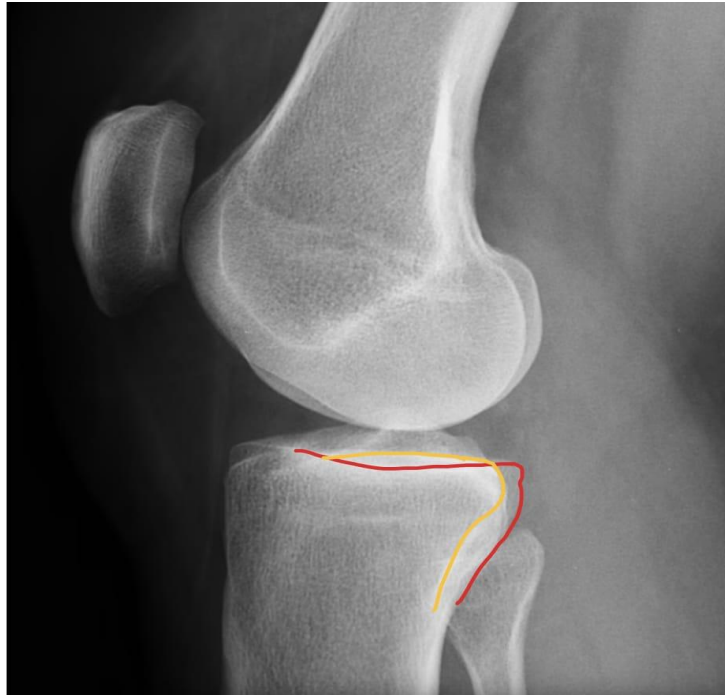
Radiographie de profil du plateau tibial illustrant En rouge : plateau tibial interne, En orange : plateau tibial externe.
